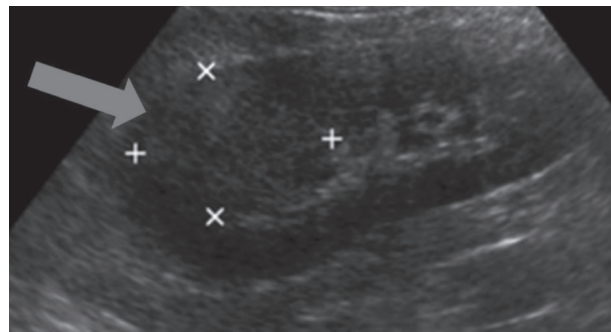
Controlled USG image
